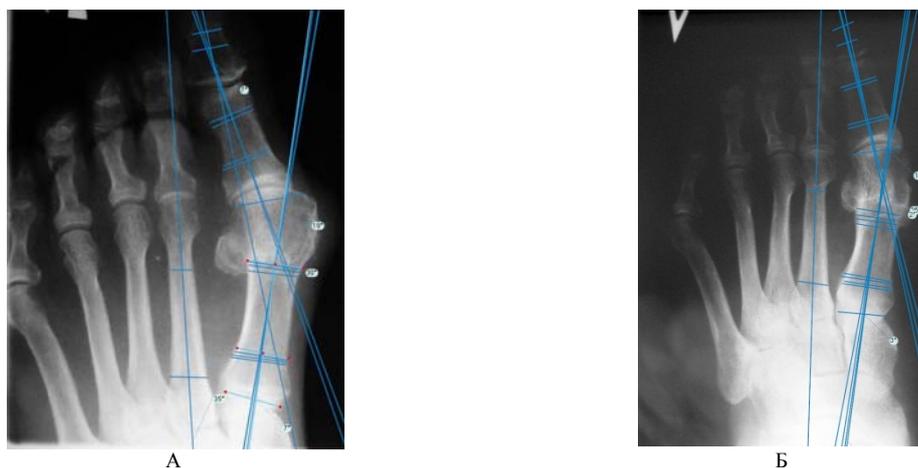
Рентгенометрия стоп с использованием программного комплекса TraumaCad (А – до операции, Б – после операции)
